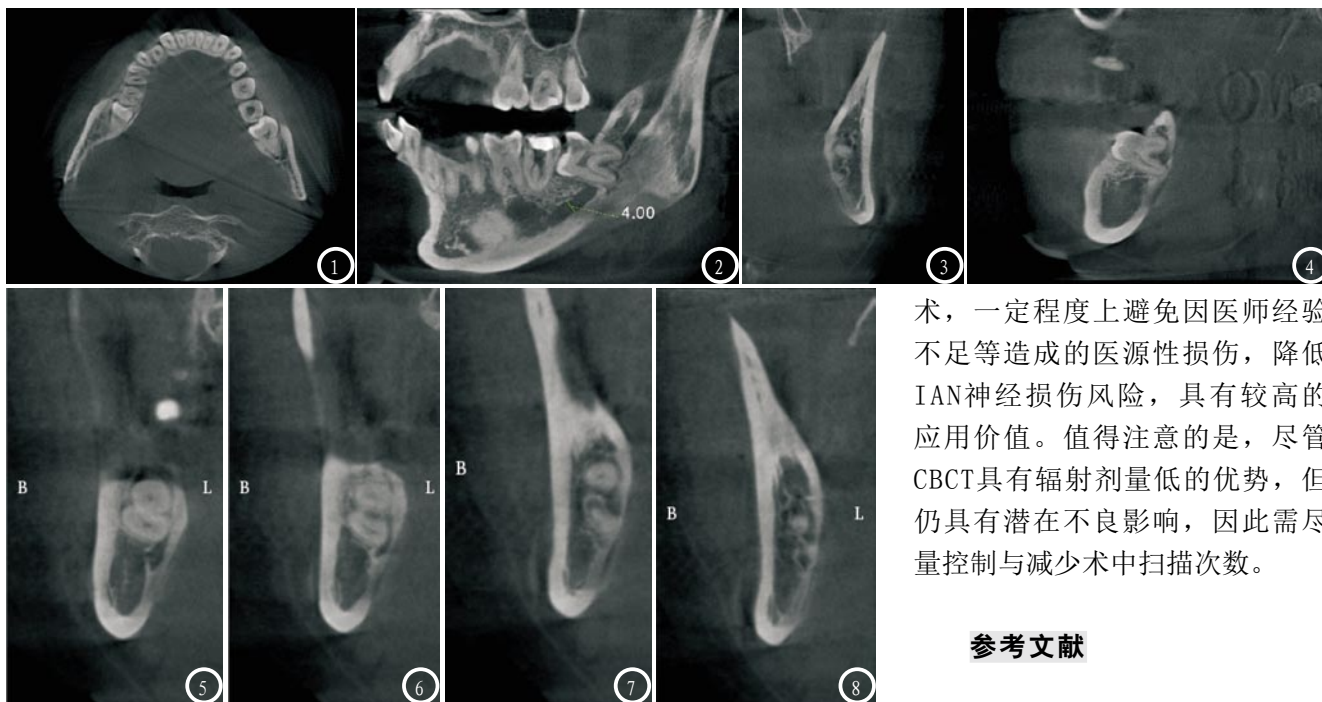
35岁女性患者阻生MTM拔除术CBCT图像。图1-4 术前CBCT见双侧阻生MTM, 左侧为拔牙侧, 左下颌神经管位于左MTM根尖偏舌侧, 矢状位间下颌神经管绕行于牙根舌侧直至根尖, 为舌侧型下颌神经管, 根尖与下颌神经管关系密切, 未见直接接触。手术方法: 去冠后参考CBCT在根分叉高位神经偏舌侧、偏颊侧用玛尼28毫米车针分根后拔除。图5-8 术中CBCT见去除牙冠后部分层面根尖舌侧下缘与下颌神经管颊侧上缘直接接触, 提示需注意牙挺插入角度、牙根旋转脱位方向以及减少舌向下缘挤压可以起到保护下齿槽神经的作用。
